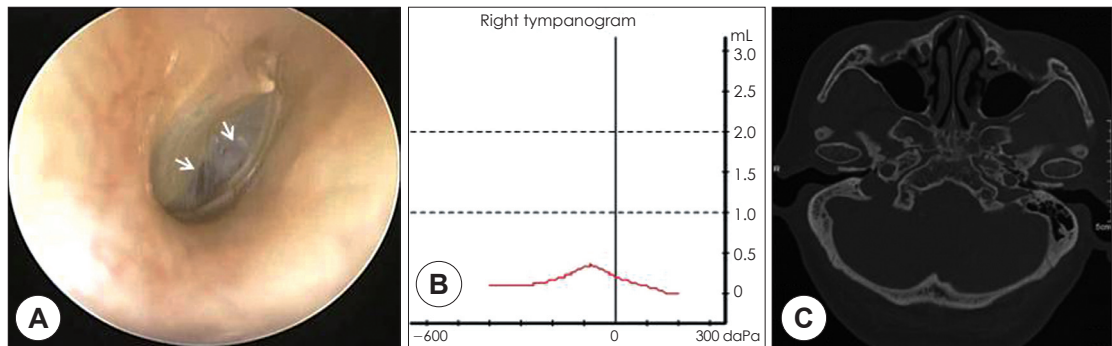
Right tympanic membrane of a patient with high jugular bulb shows a bluish mass like lesion (arrows) which contacts with tympanic membrane (A). Regular perturbation was observed in her tympanogram (B). Axial image of temporal bone CT of the patient shows a high jugular bulb (C).
